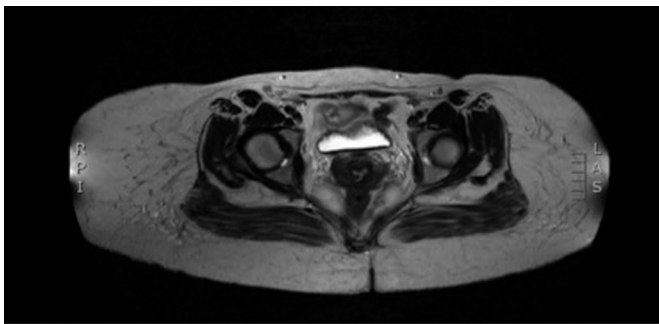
Ressonância magnética de quadril e membro inferior demonstrando massas com bordas maldefinidas localizadas na gordura subcutânea.
